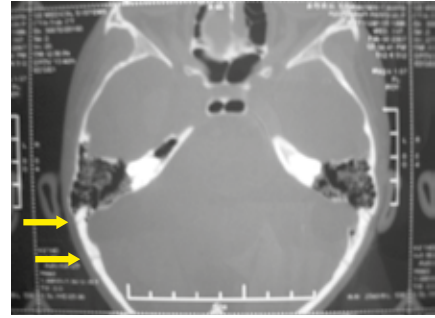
TC-assiale: le frecce indicano la mancata chiusura delle suture
